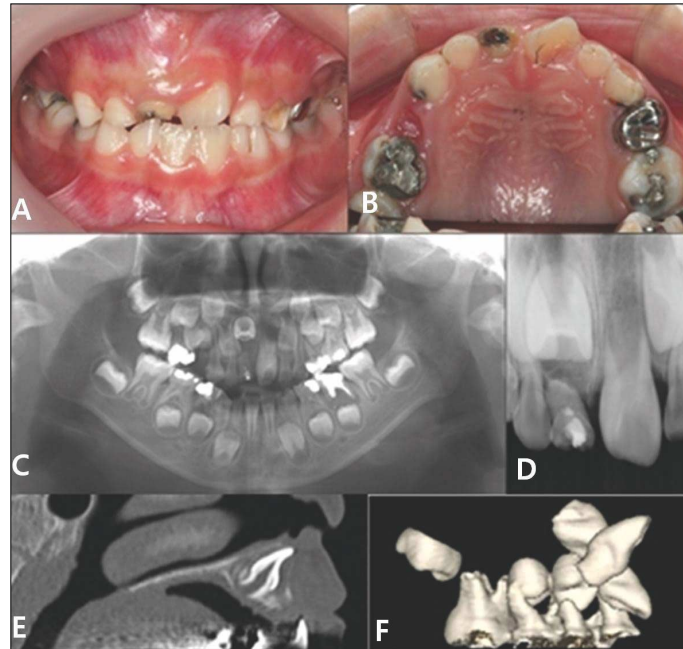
Initial intraoral photograph(A,B), panoramic radiograph(C), periapical radiograph(D), computer tomographic view(E,F).
